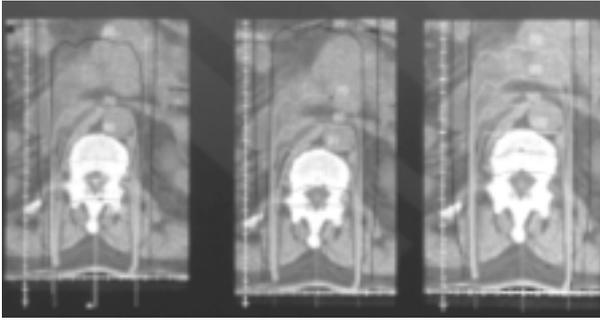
Cortes de TAC vertebral con superposición de la dosimetría obtenida con un haz de radiación posterior. La utilización de fotones de 6 MV de acelerador lineal es claramente más favorable que la de Cobalto-60, menos penetrante, en especial cuando la lesión se halla en la mitad anterior del cuerpo vertebral.
